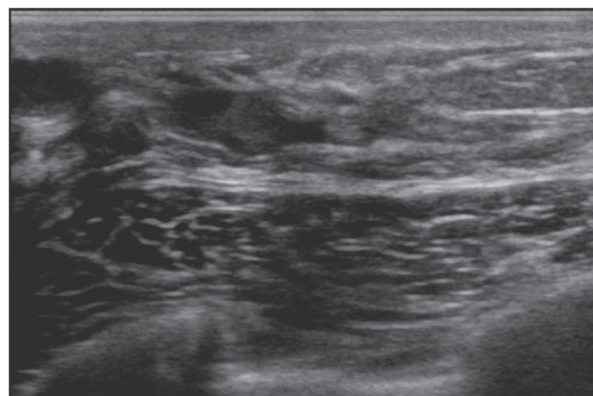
A case of intraductal papilloma. Ultrasound shows that the beginning of the solid component within dilated ducts is precipitous.
